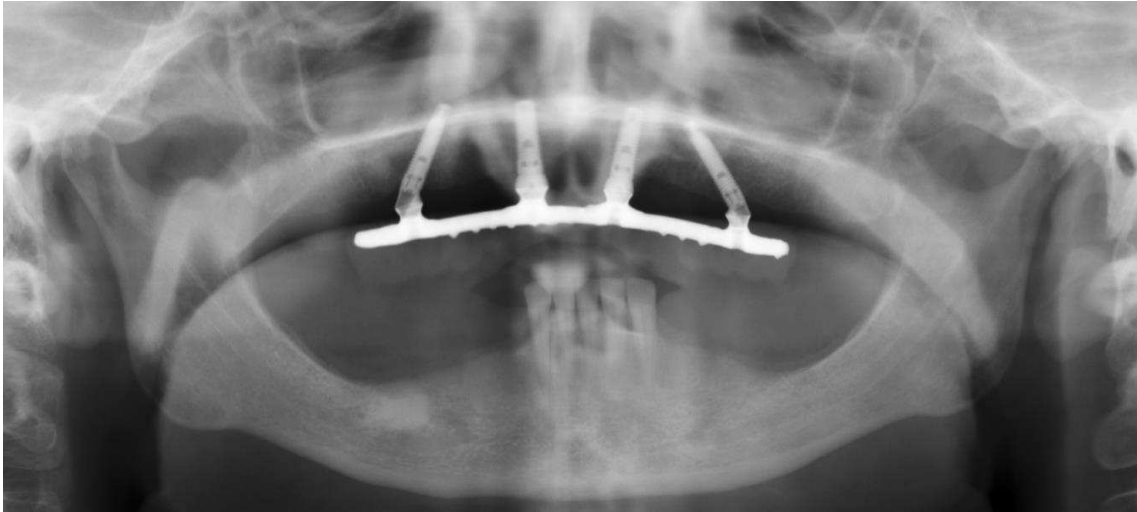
Ortopantomografia com prótese híbrida definitiva metálica-acrílica, 36 meses após a cirurgia. (RX cedido por Dr. Joel Teles)
